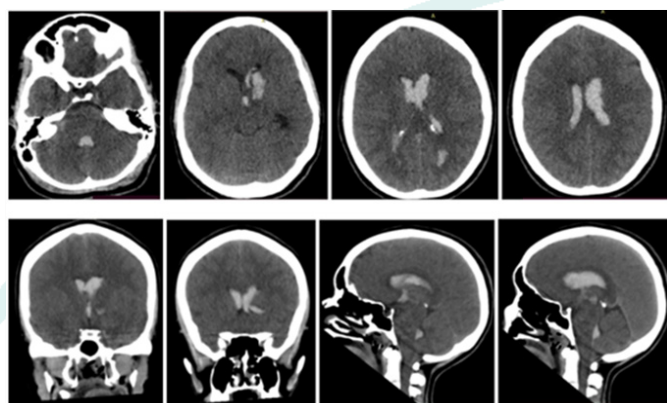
Tomografía Computada (TC) de encéfalo simple de ingreso. Corte axial, Coronal y Sagital
